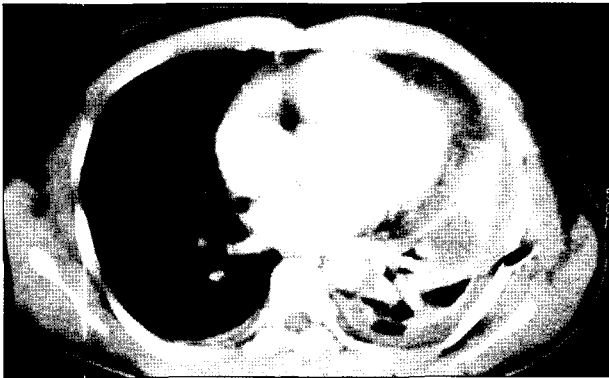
Preoperative Chest CT in case 3; Showing loculated effusion and fibrin septum surrounded by a homogeneous thickened and contrast-enhancing pleura.
